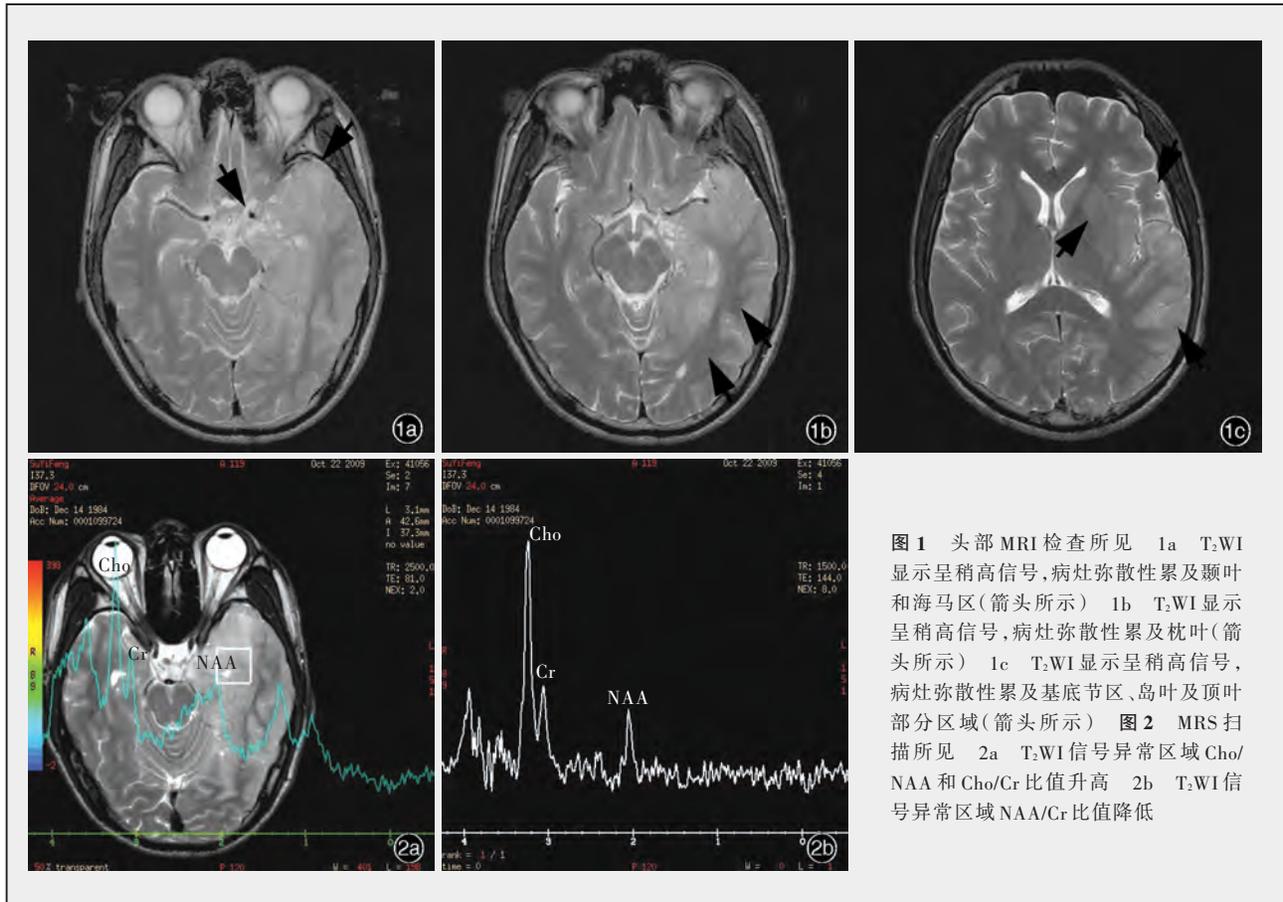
头部 MRI 检查所见 1a T₂WI 显示呈稍高信号,病灶弥漫性累及颞叶和海马区(箭头所示) 1b T₂WI 显示呈稍高信号,病灶弥漫性累及枕叶(箭头所示) 1c T₂WI 显示呈稍高信号,病灶弥漫性累及基底节区、岛叶及顶叶部分区域(箭头所示) 图 2 MRS 扫描所见 2a T₂WI 信号异常区域 Cho/NAA 和 Cho/Cr 比值升高 2b T₂WI 信号异常区域 NAA/Cr 比值降低
